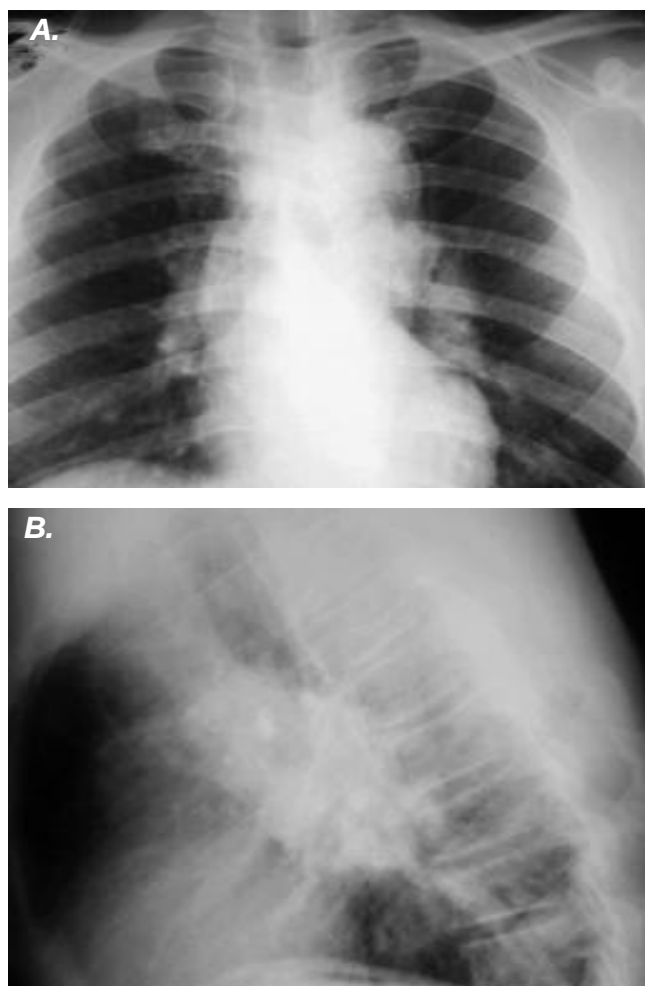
Múltiples adenopatías mediastinales. A. Radiografía PA de tórax. B. Radiografía lateral de tórax.
